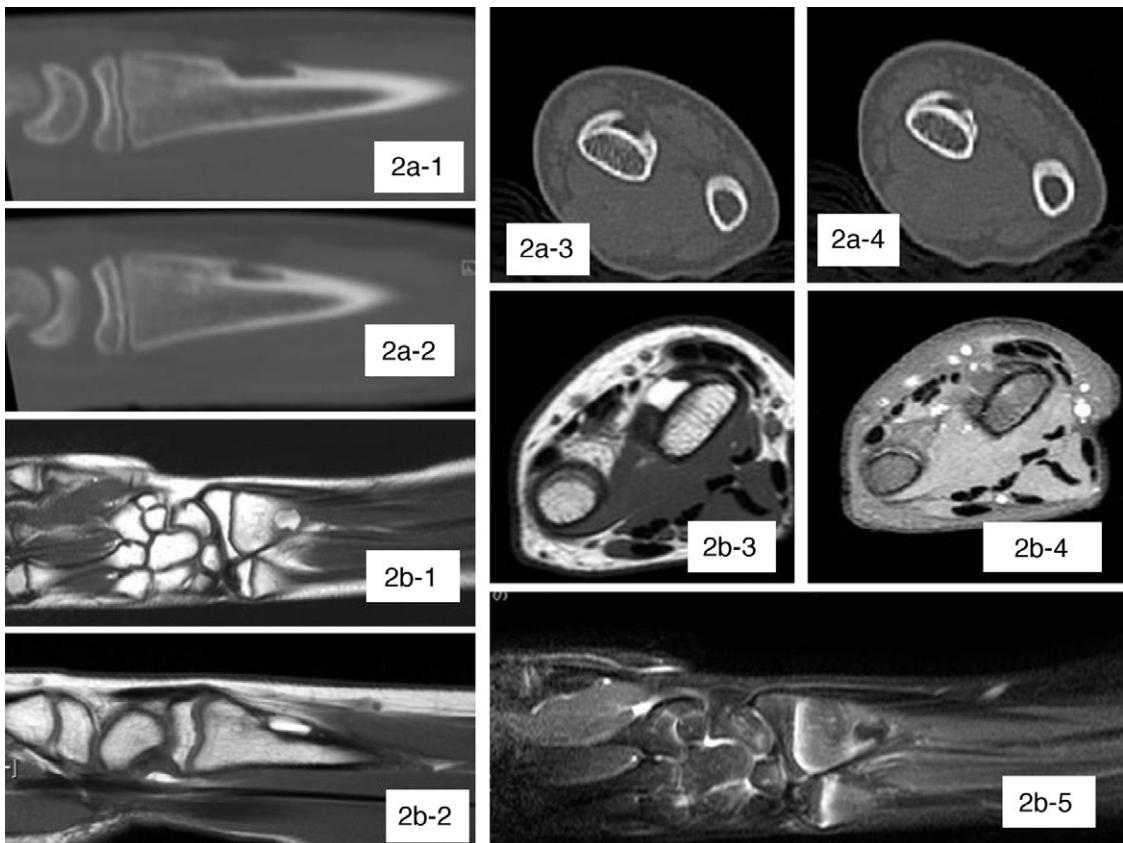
2a) Imágenes de TC. 2a-1 y 2a-2) Cortes sagitales. 2a-3 y 2a-4) Cortes axiales. Se aprecia un defecto intracortical a nivel dorsal de radio distal sin extensión a partes blandas. 2b) Imágenes de RM. 2b-1) Corte coronal T1. 2b-2) Corte sagital T1. 2b-3) Corte axial T1. 2b-4) Corte axial DP. 2b-5) Corte coronal supresión grasa. En estas imágenes observamos la lesión subperióstica de contenido graso.
